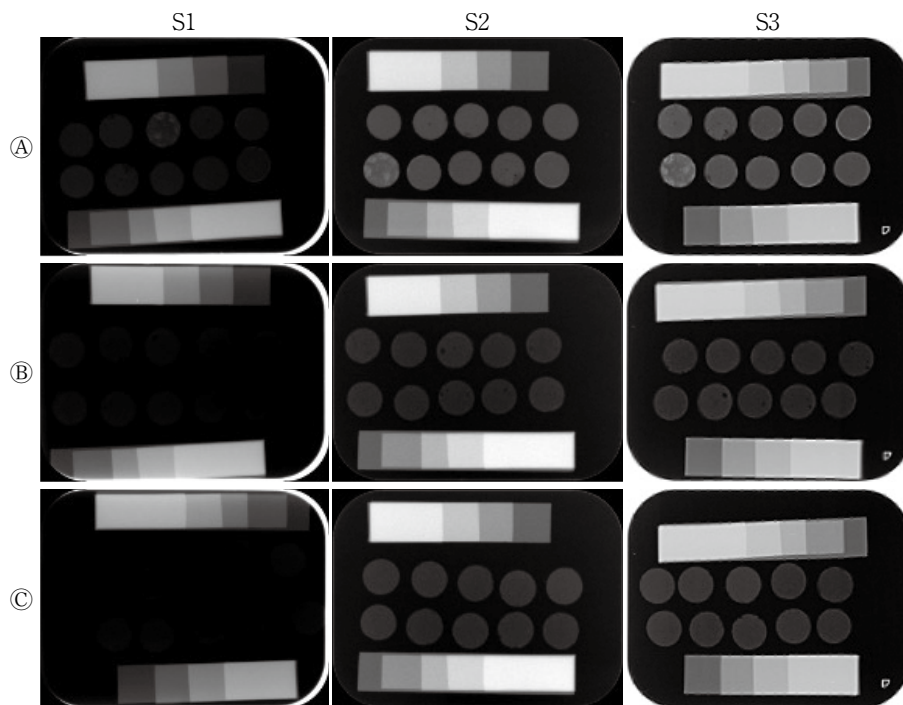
X-ray of Experiment 2
